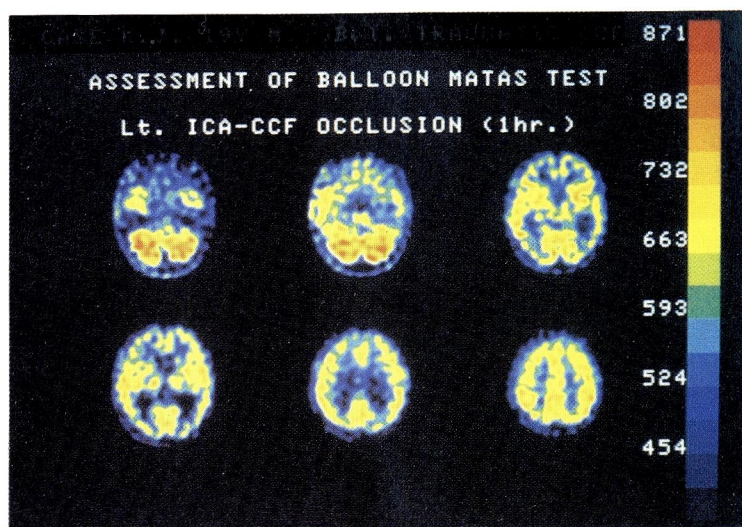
Tc-HM-PAO-SPECT study showed mild hypoperfusion area of left frontal lobe on balloon occlusion of left internal carotid artery adjacent to CCF orifice.
